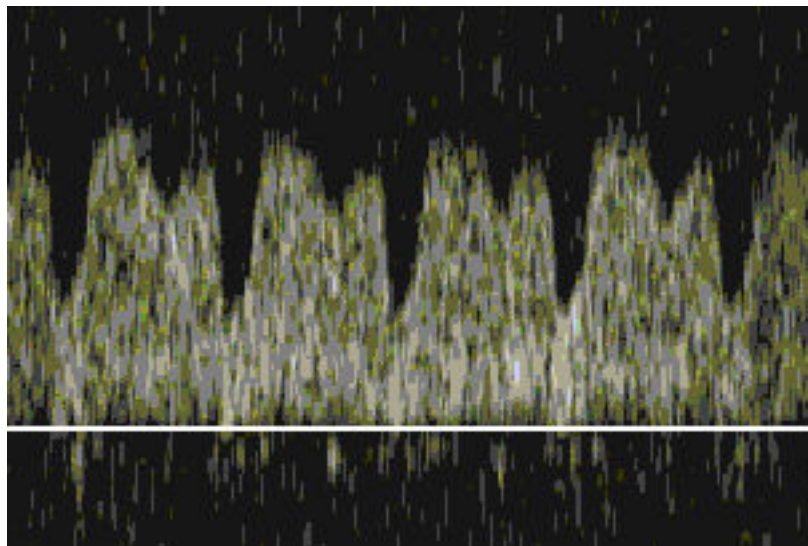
Imagini Doppler normale pe ductus venosus
